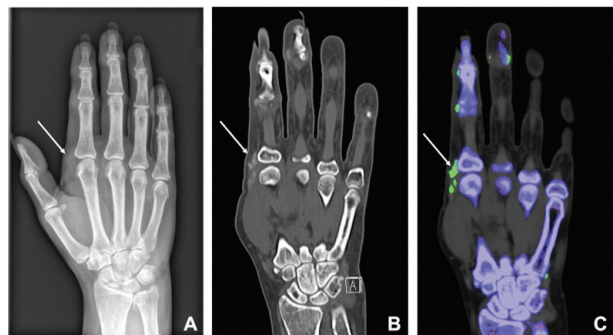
61-річна жінка з підозрою на подагру. Рентгенограма (А) в тильно-пальмарній проекції демонструє відкладення м'яких тканин на радіальній боці п'ястковофалангового суглоба (стрілка). Корональні реформи (В) відповідної КТ у шкалі сірого підтверджують ці гіперехогенні відкладення м'яких тканин (стрілка). Корональні зміни кольорових зображень ДЕКТ (С) вказують на те, що відкладення м'яких тканин містять кристали уратів [37].
